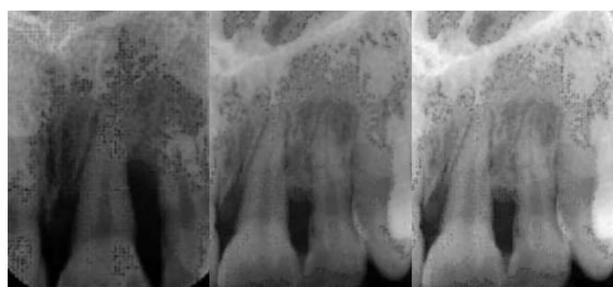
a-c: Röntgenologischer Befund vor, direkt nach und 240 Tage post OP.
